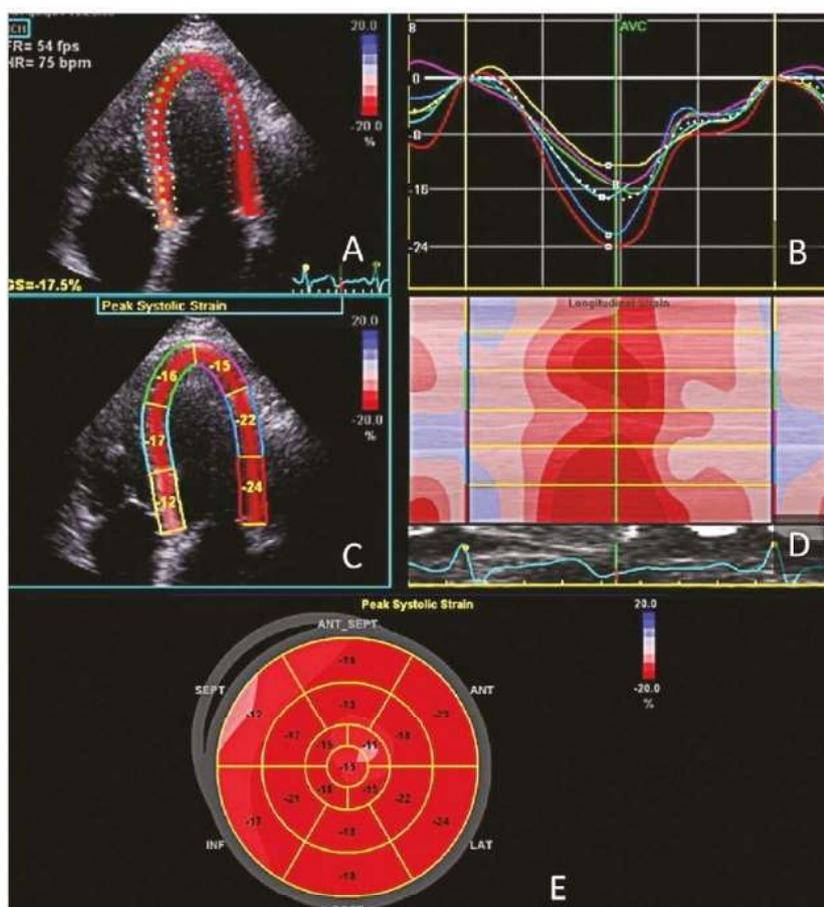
Анализ глобальной и локальной деформации миокарда левого желудочка посредством спекл-трекинга методом эхокардиографии:
